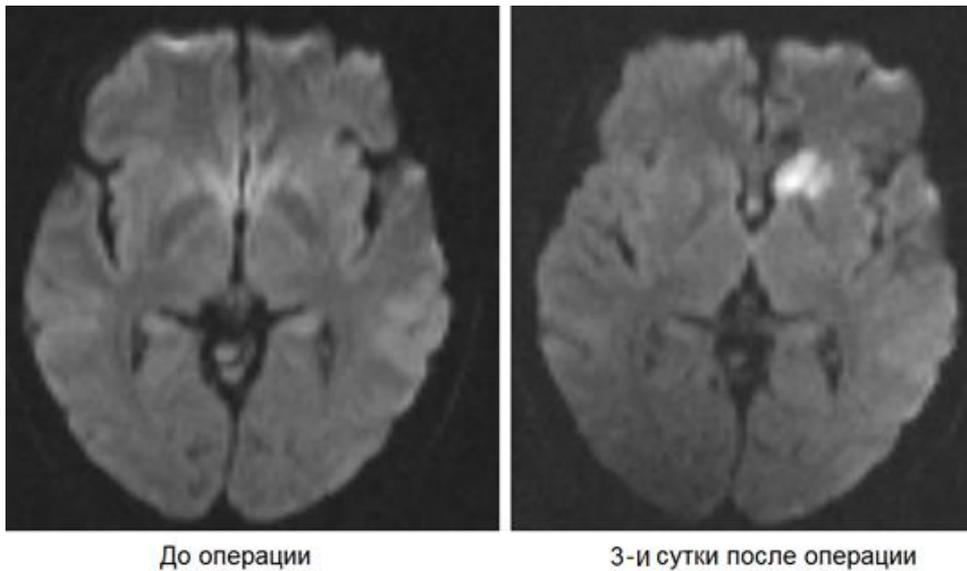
МРТ головного мозга в динамике до и после внутрисосудистого вмешательства – эмболизации АА отделяемыми спиралями в условиях стент-ассистенции. Определяется очаг ишемического повреждения в области головки хвостатого ядра слева.
